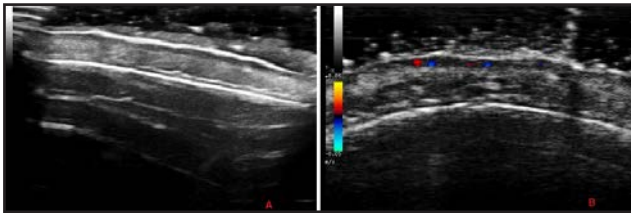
CEC in situ cuero cabelludo. Imagen A. (Corte longitudinal; modo B; 18 Mhz). Imagen hipoecoica aplanada subepidérmica, bien delimitada. No se aprecian prolongaciones que indiquen invasividad de estructuras más profundas. Obsérvese el engrosamiento epidérmico característico de este tipo de tumores. Imagen B. Estudio Doppler de la misma lesión donde se aprecia el aumento de vascularización intratumoral.
